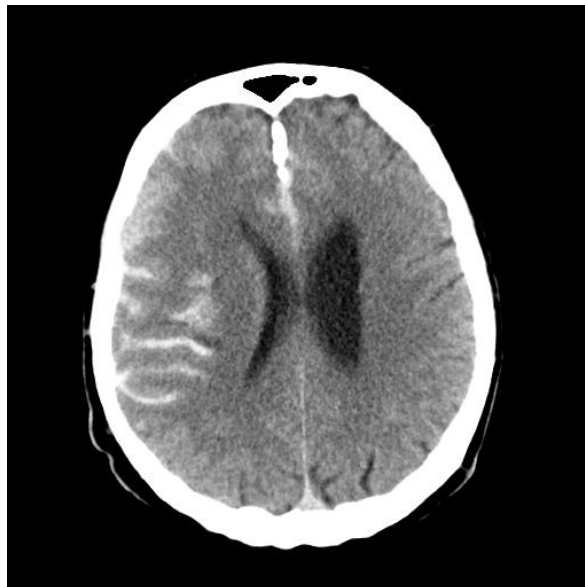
Rechts frontotemporal betonte SAB in der Computertomographie mit frischen hellen Blutungsanteilen in den Subarachnoidalräumen.
